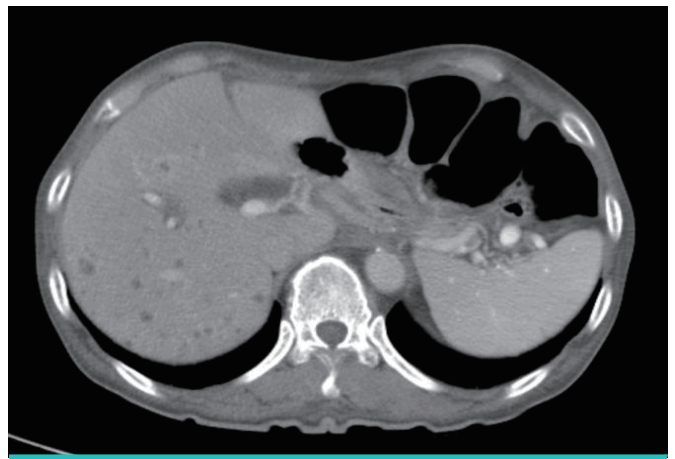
Abdomen computed tomography (CT) shows diffuse multiple tiny low density lesions in both lobes of the liver, accompanied by mild peripheral rim enhancement.
